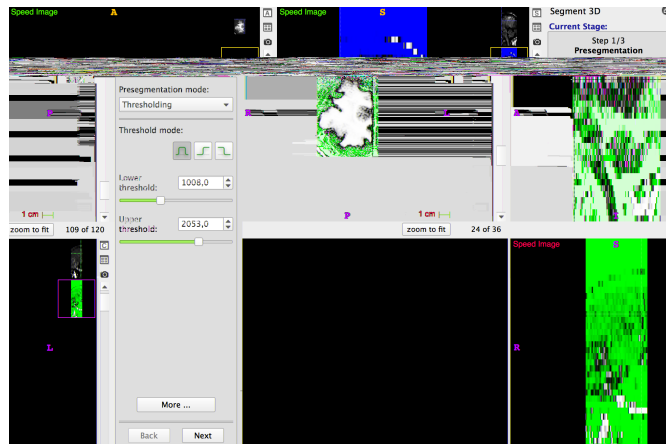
Exemple de seuillage d’une Speed Image d’une IRM en pondération FLAIR du test.
